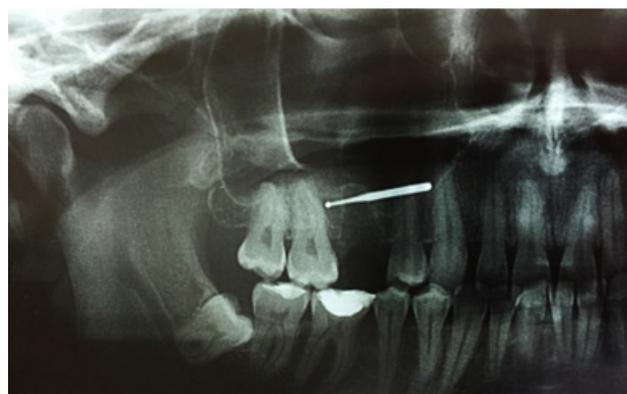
A Radiografia panorâmica evidenciando corpo estranho de aspecto radiopaco em seio maxilar direito.
